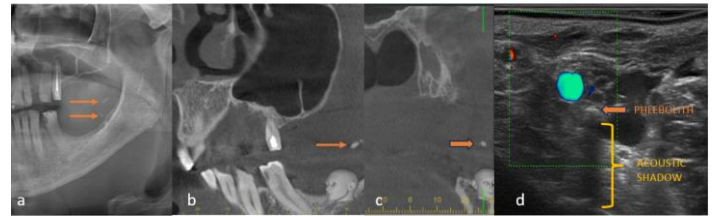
The appearance of phlebolith in Panoramic radiography(a), CBCT(b,c) and USG(d)
